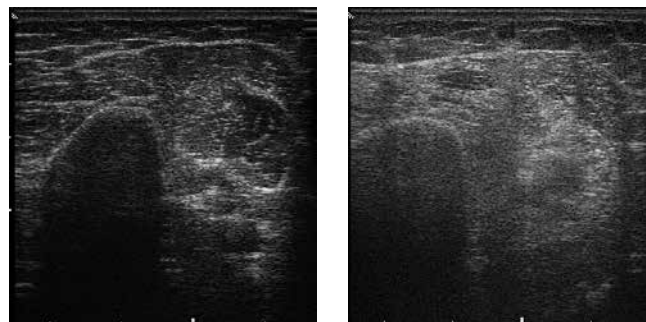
УЗИ *m. biceps brachii* у пациентки с БАС. Динамика прогрессирования заболевания через 9 и 15 мес от начала заболевания
